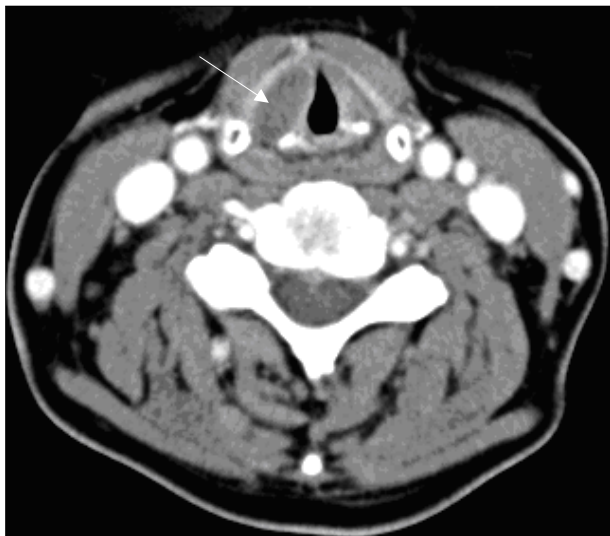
CT scan of larynx shows a well-circumscribed, cyst-like mass in the area of the right paraglottic space (arrow).
